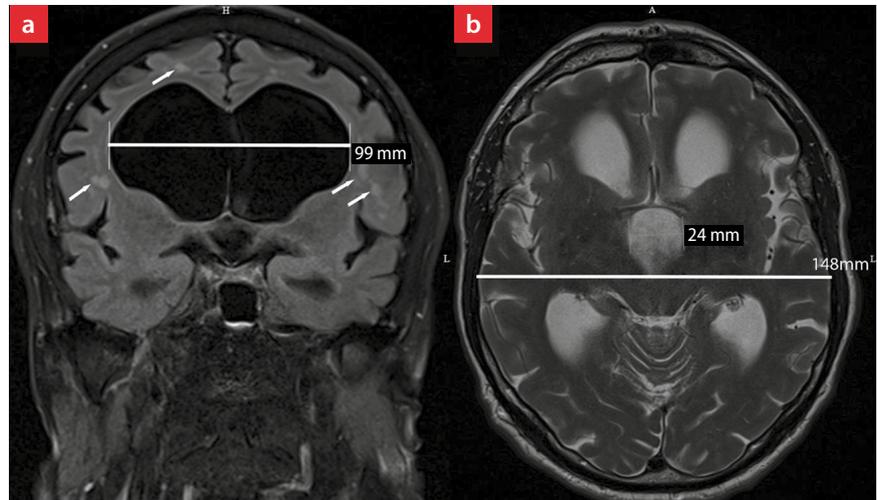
Repräsentative MRT-Schichten vom März 2018. a: FLAIR koronar; b: T2-Wichtung transversal. Durchmesserangaben für die Ventrikel und Schädel. Kleine weiße Pfeile in Bild 1a zeigen auf Marklagerläsionen.
